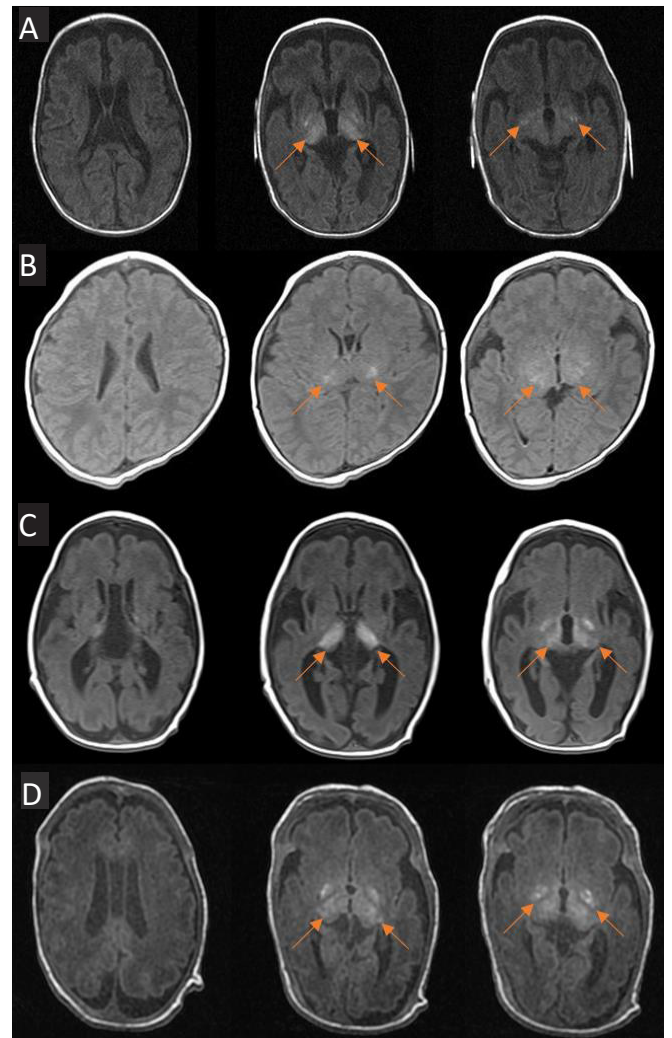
Transverse T1-weighted brain magnetic resonance imaging findings of all patients. (A) Images of patient A taken at a post-menstrual age (PMA) of 38⁺⁰ weeks. (B) Images of patient B taken at a PMA of 40⁺² weeks. (C) Images of patient C taken at a PMA of 34⁺² weeks. (D) Images of patient D taken at a PMA of 34⁺² weeks. The arrows indicate T1 high signal intensity lesions in the deep gray matter.
